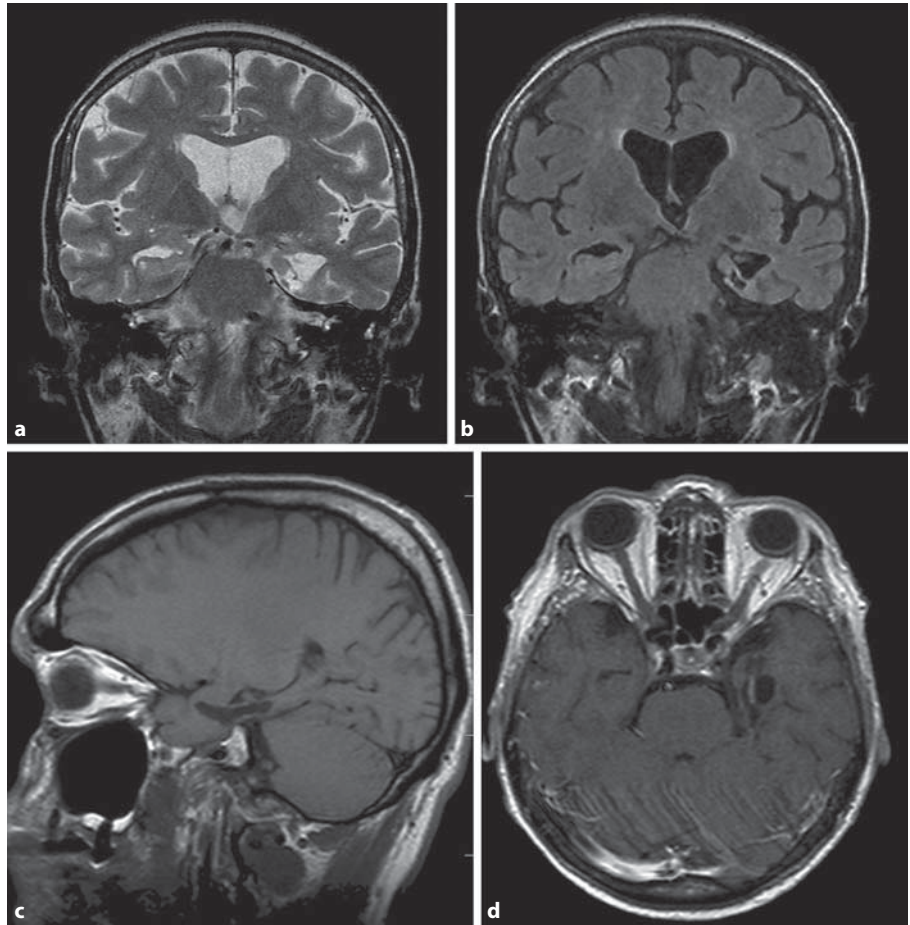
The late thermocoagulation lesion in the AHC with the pseudocyst surrounded by gliosis and atrophy. a, b TSE T2-weighted imaging and FLAIR coronal plane. c, d SE T1-weighted imaging sagittal plane and SE T1-weighted imaging axial plane.
